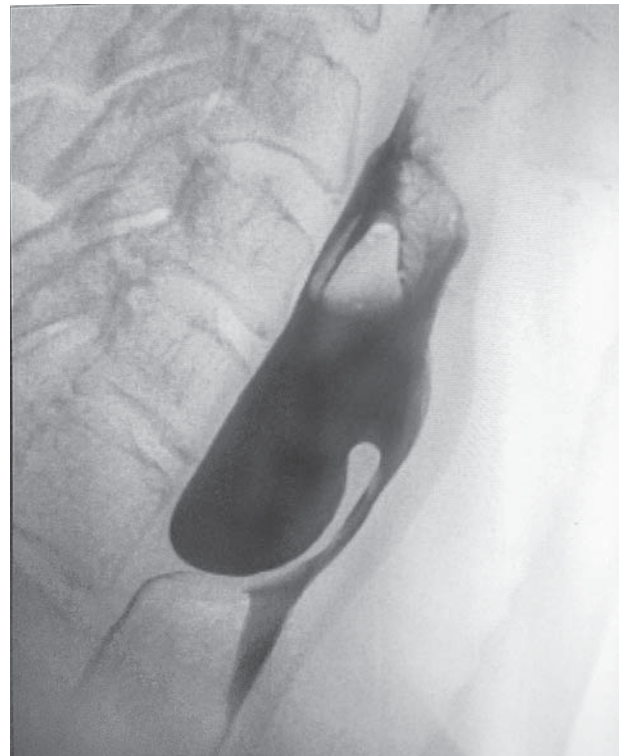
Рентгенография пищевода. Контрастирование сульфатом бария. По задней стенке пищевода на уровне тел позвонков С5 (нижний край) — С6 (нижний край) определяется мешковидное с четкими контурами выпячивание, нижняя граница которого достигает верхнего края позвонка Th1. На уровне С6—С7 определяется сдавление пищевода
